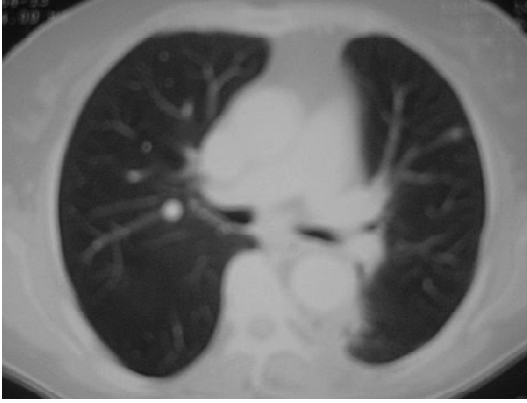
Toraks MRG kesitinde inen aorta komşuluğunda lezyon ile aorta arasında uzun ekseninde 5 cm ve transvers planda 2 cm boyunca yağlı planlar silinmiştir. Görünüm duvar invazyonu ile uyumlu olarak değerlendirilmiştir.
